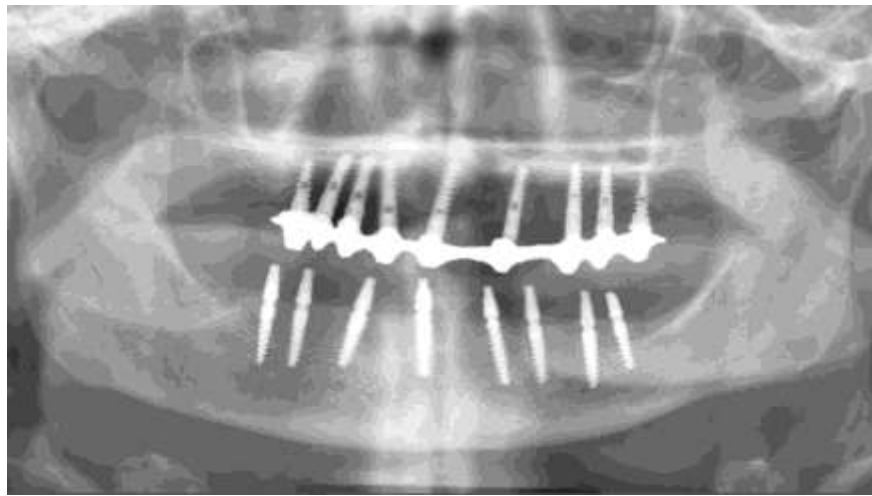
Ортопантомограма після встановлення внутрішньокісткових дентальних імплантатів на нижній щелепі.
